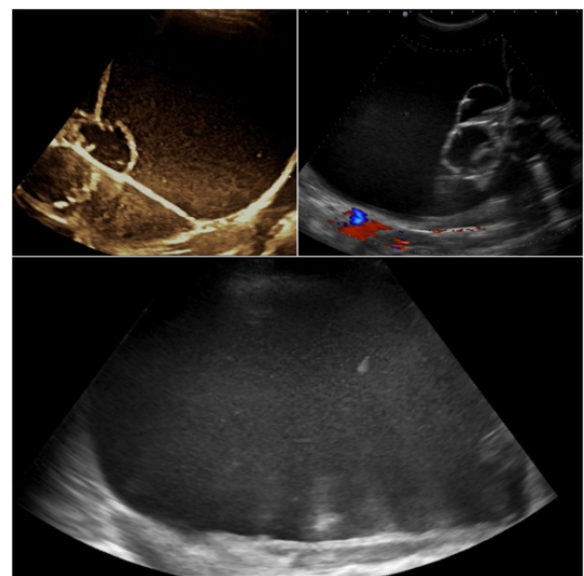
Ecografía vía abdominal: masa anexial derecha
